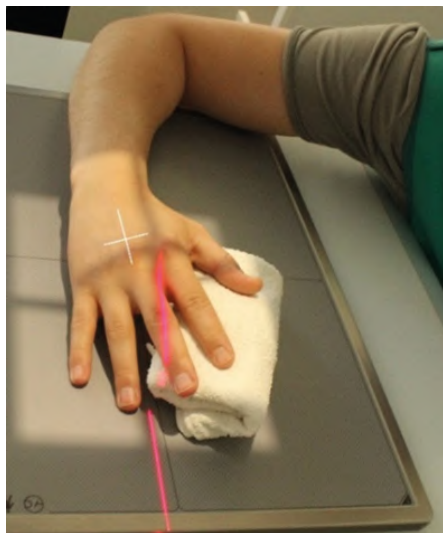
Рентгенография кисти. Боковая проекция (веер)
